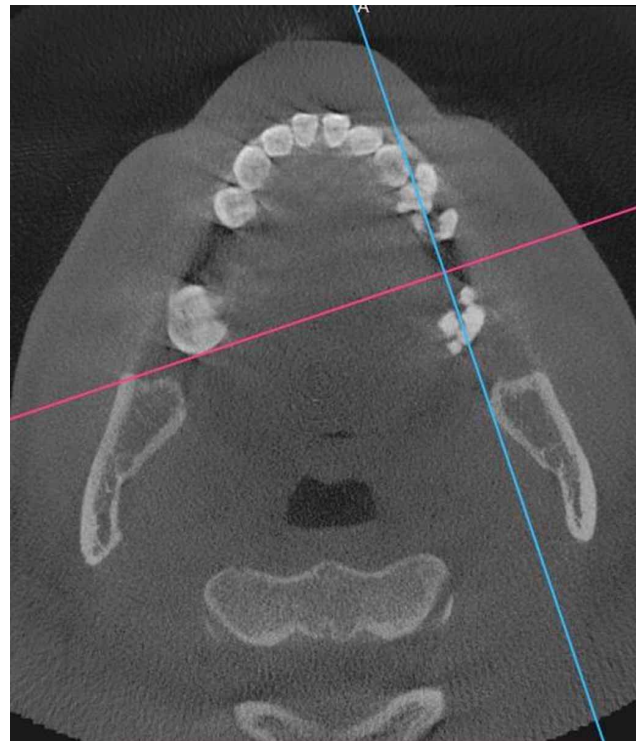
Corte axial de CBCT tomado previo a la instalación de implantes, que muestra línea celeste equidistante entre cortical vestibular y palatina del reborde alveolar.
